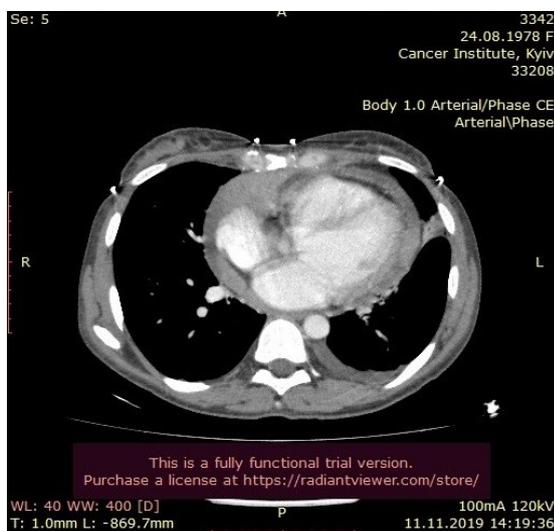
КТ-зображення новоутворення пацієнтки Д.
